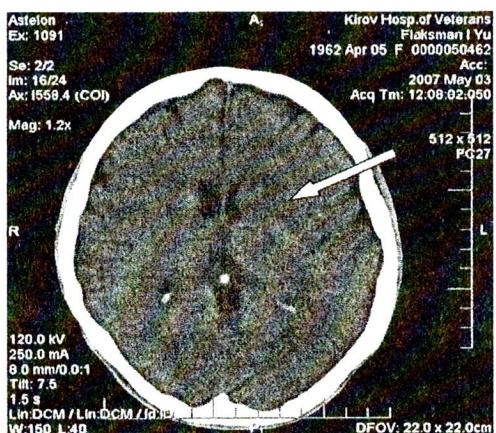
КТ головного мозга б-ой Ф., 45 лет
